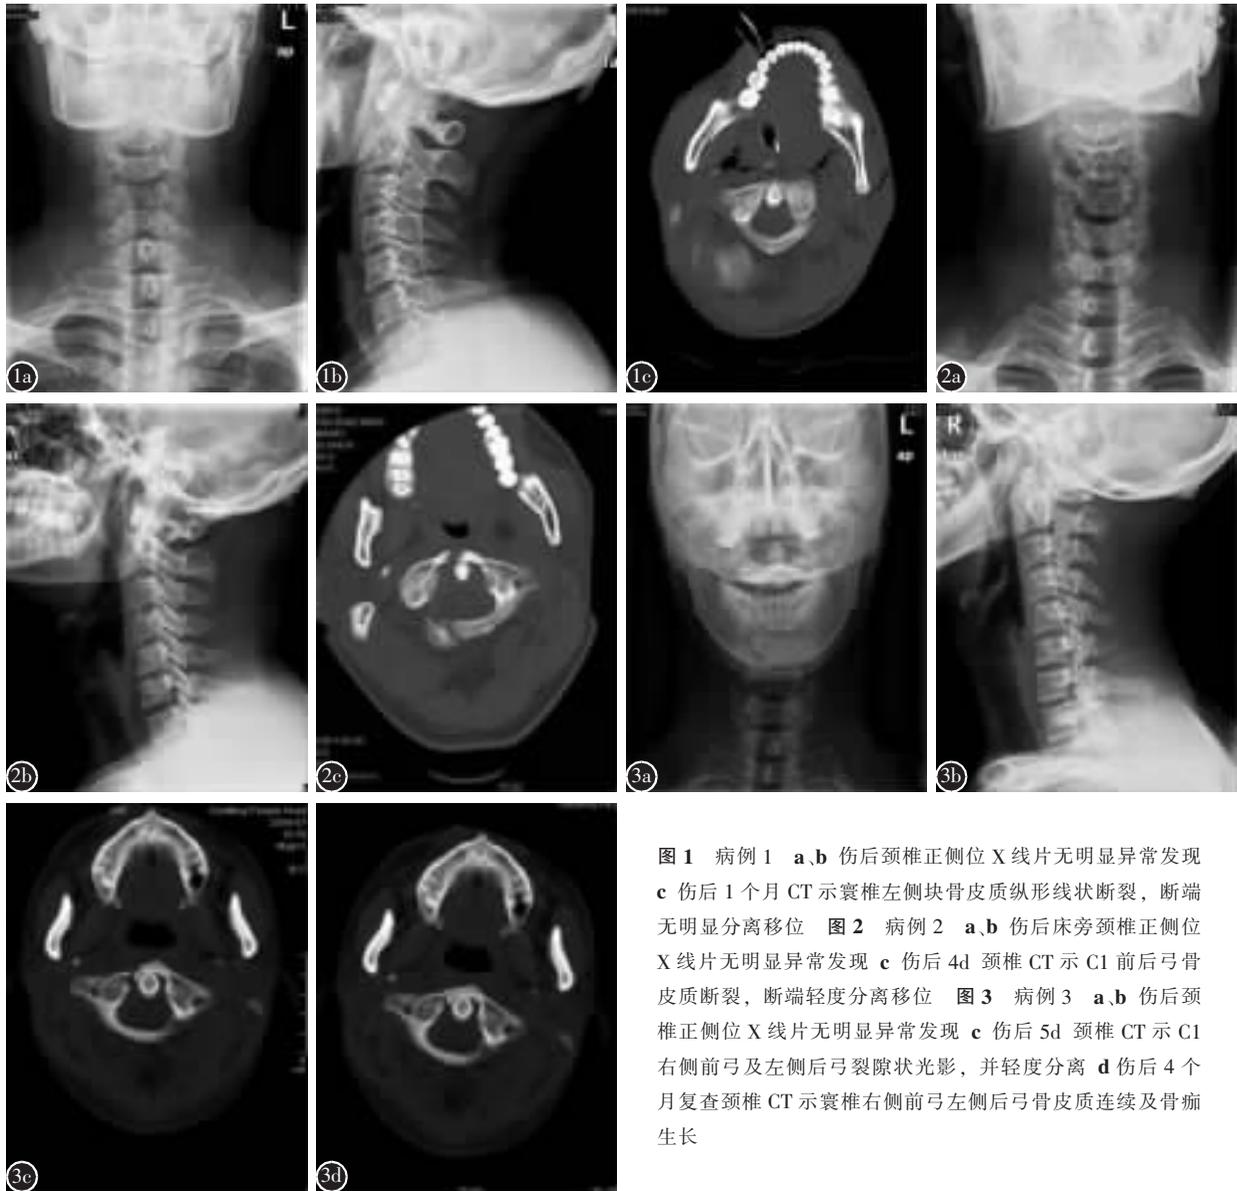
病例 1 a、b 伤后颈椎正侧位 X 线片无明显异常发现 c 伤后 1 个月 CT 示寰椎左侧块骨皮质纵形线状断裂，断端无明显分离移位 图 2 病例 2 a、b 伤后床旁颈椎正侧位 X 线片无明显异常发现 c 伤后 4d 颈椎 CT 示 C1 前后弓骨皮质断裂，断端轻度分离移位 图 3 病例 3 a、b 伤后颈椎正侧位 X 线片无明显异常发现 c 伤后 5d 颈椎 CT 示 C1 右侧前弓及左侧后弓裂隙状光影，并轻度分离 d 伤后 4 个月复查颈椎 CT 示寰椎右侧前弓左侧后弓骨皮质连续及骨痂生长
